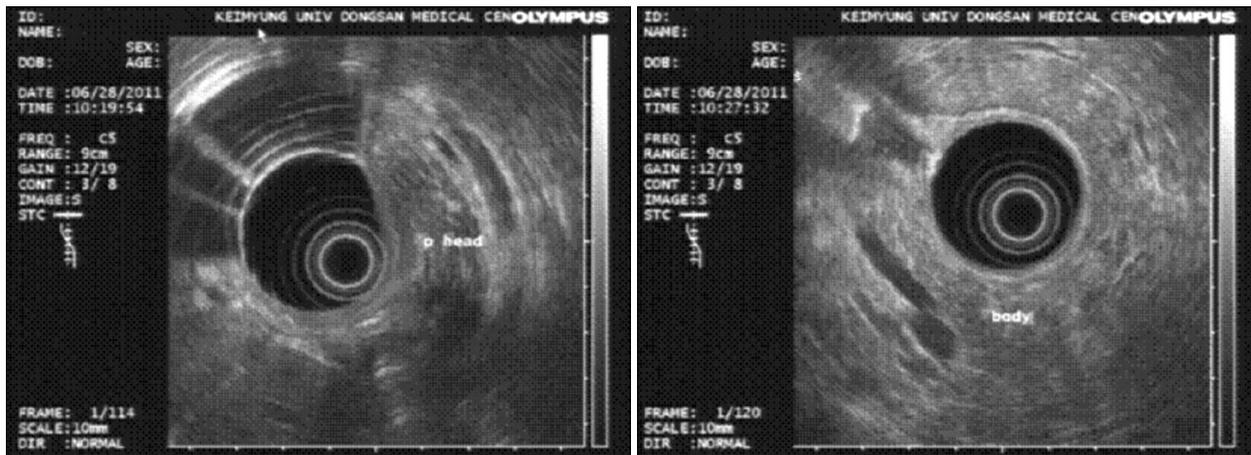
Endoscopic ultrasonogram shows no definite mass lesion in pancreas.
